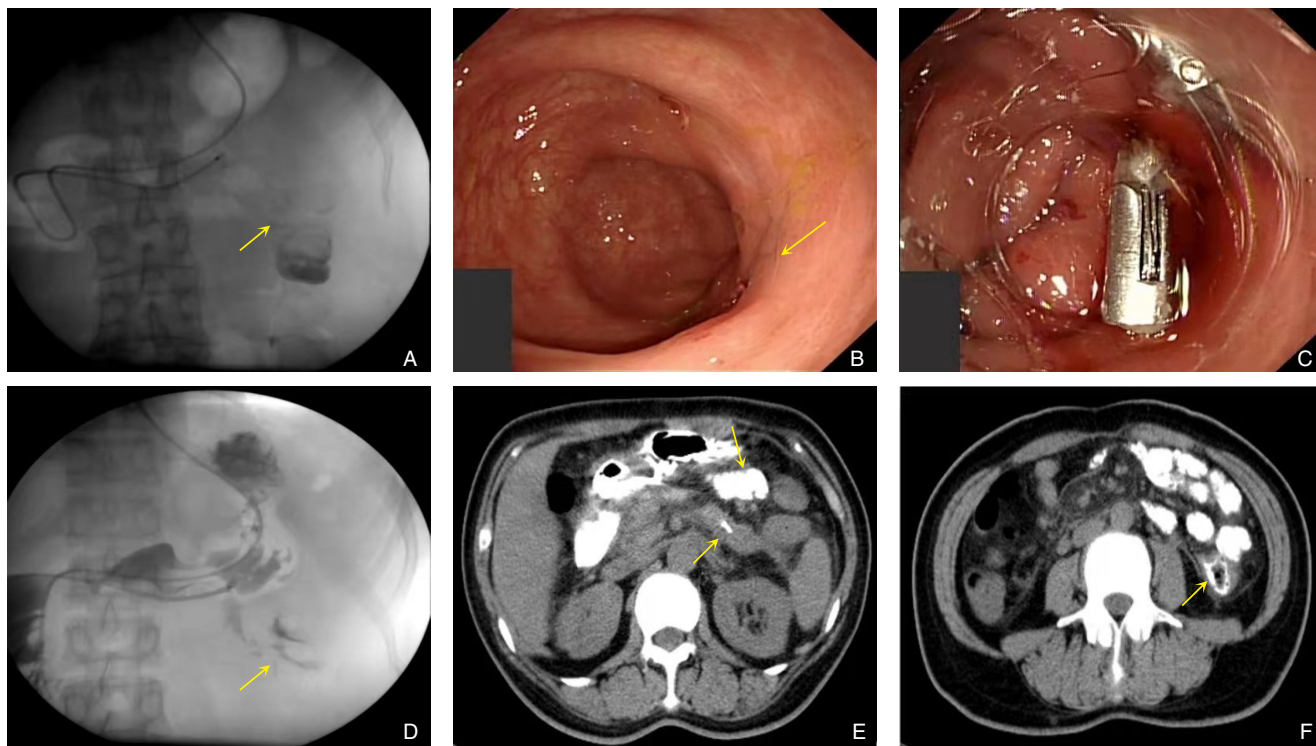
复查随访资料 A: 经鼻脓肿引流管造影: 肾周脓肿与降结肠之间窦道形成(2020年2月27日); B-C: 行经内镜结肠瘘口夹闭术: 结肠侧壁造影剂溢出; 使用内镜下血管夹夹闭瘘口(2020年3月2日); D: 经鼻脓肿引流管造影: 仅见少量造影剂进入降结肠(2020年4月8日); E-F: CT扫描脓腔未显影, 仅少量造影剂进入降结肠(2020年4月8日)
